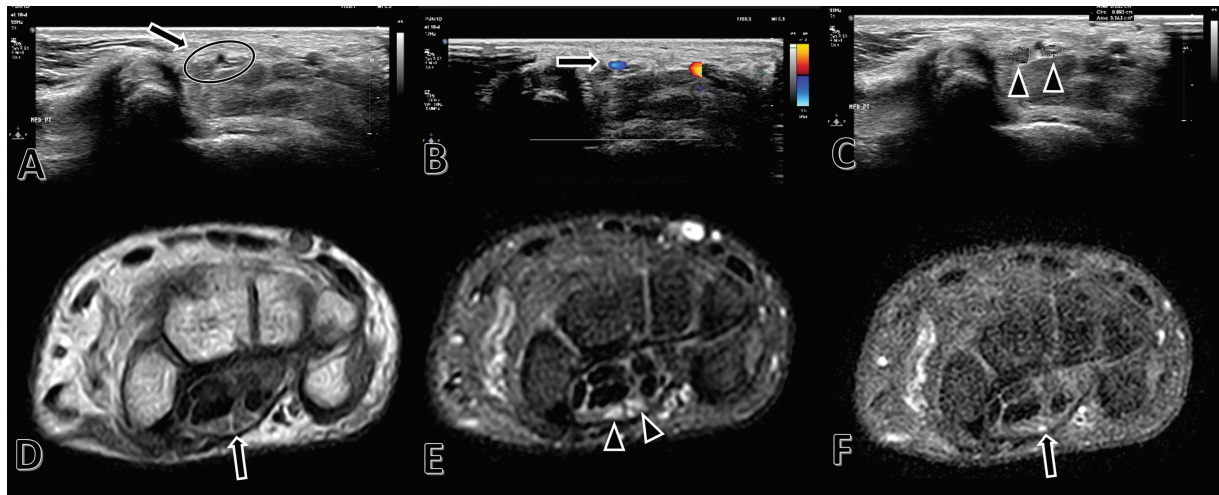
Ultrassonografia. A: Nervo mediano (seta, círculo). B: Artéria mediana persistente (seta). C: Nervo mediano bífido (cabeças de setas). D, E, F: Ressonância magnética. D: Nervo mediano (seta). E: Nervo mediano bífido (pontas de seta). F: Artéria mediana persistente (seta).
